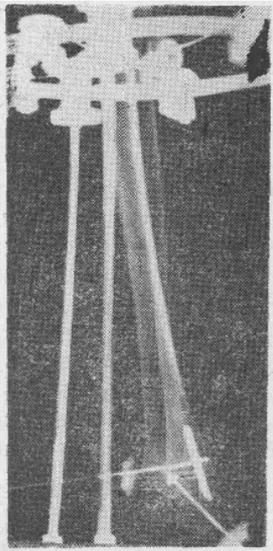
Расположение берцовых костей к концу их деторсии на боковой рентгенограмме.
